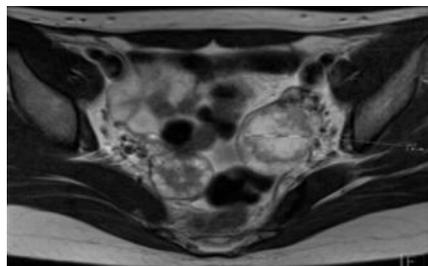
Imagen de la resonancia magnética.
